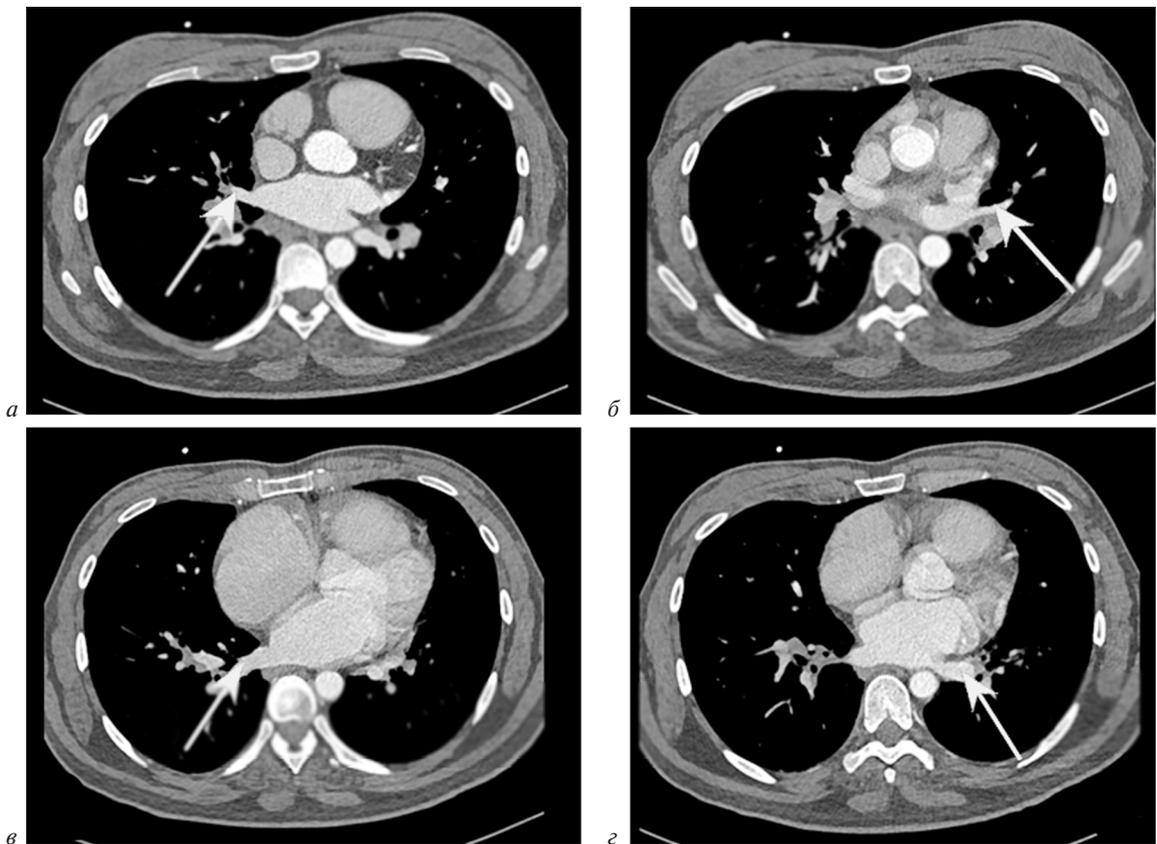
Компьютерная томография грудной клетки, аксиальная проекция:
